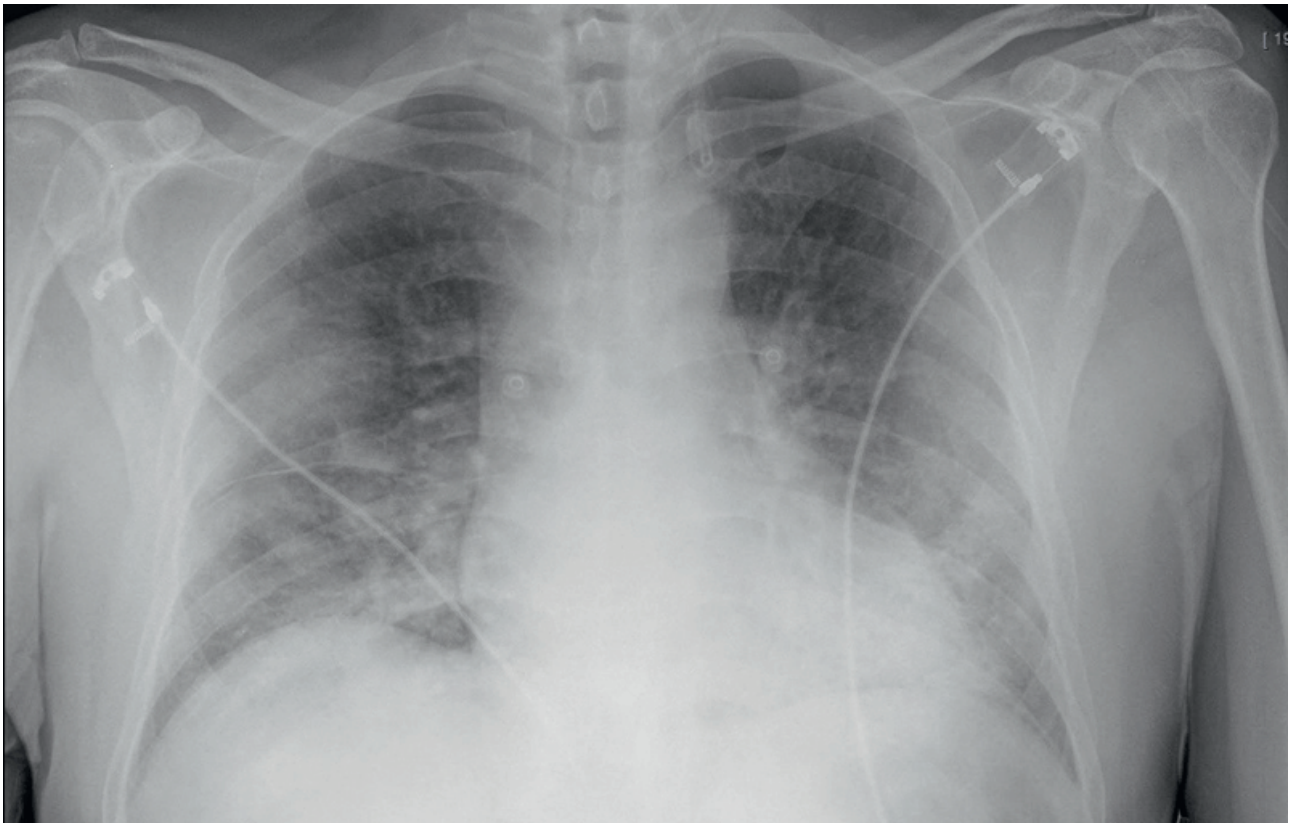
Radiographie de thorax montrant un syndrome alvéolo–interstitiel bilatéral prédominant aux bases chez un patient Covid +. [F13]
